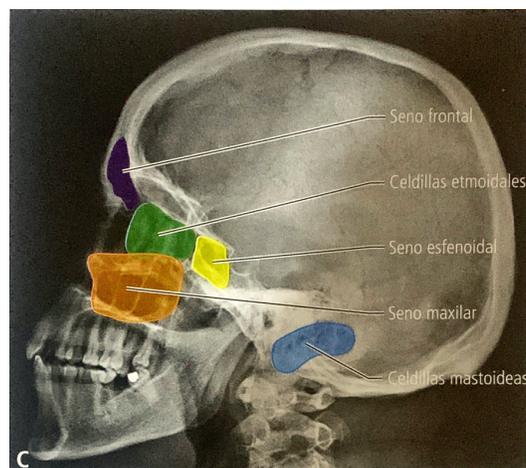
Radiografía del cráneo en proyección posteroanterior para evaluación de senos paranasales⁽¹²⁾
